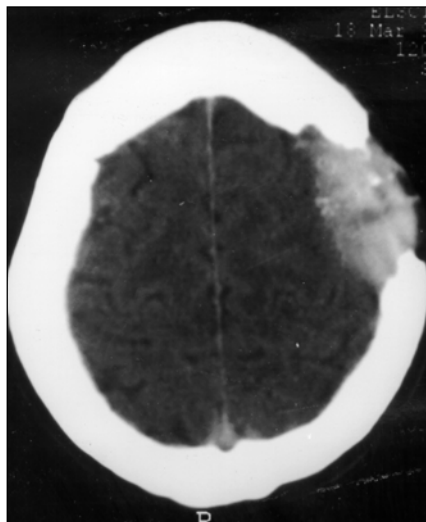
Caso 1. Tomografia computadorizada do crânio: crescimento osteolítico envolvendo os ossos da calota craniana à esquerda, que apresenta captação do meio de contraste, com contornos bem definidos, de localização nitidamente extradural.
